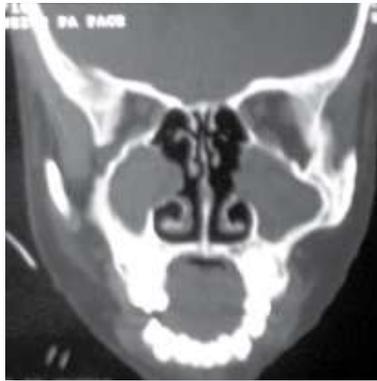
Tomografia computadorizada em corte coronal, demonstrando velamento maxilar bilateral e medialização da parede nasal lateral.
